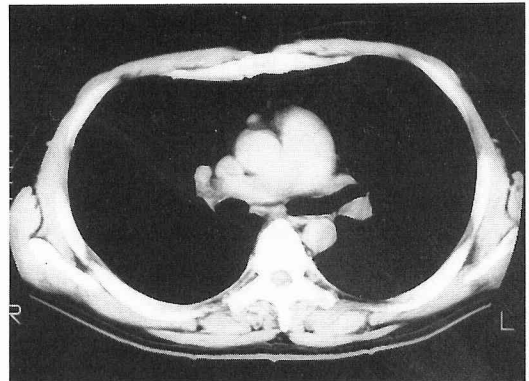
図2の集積部分のCTよく造影される腫瘍が認められる。
